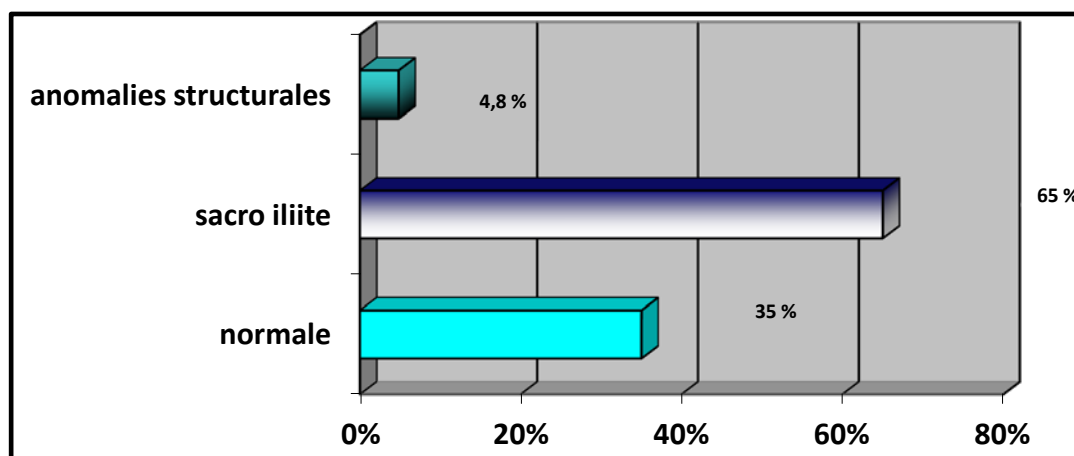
Répartition selon les résultats de l'IRM des sacro-iliaques (n=83)
